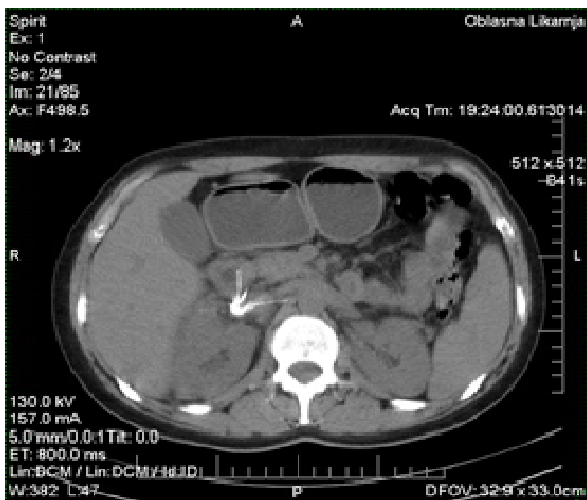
Серія зрізів КТ, виконаних за спеціальною програмою в режимі спіральної томографії без контрастування.
